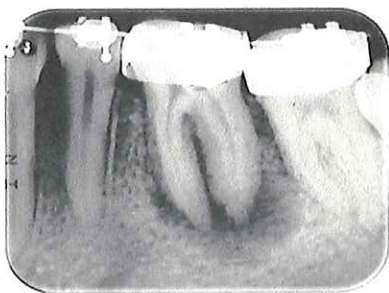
Radiografía periapical del OD 36 donde es visible el tamaño de la zona radiolúcida con mayor detalle.
